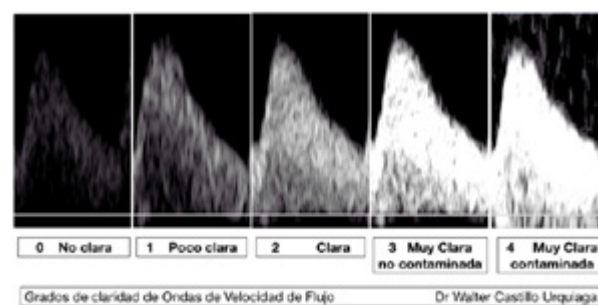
Grados de claridad del espectro Doppler. Propuesta del autor.
